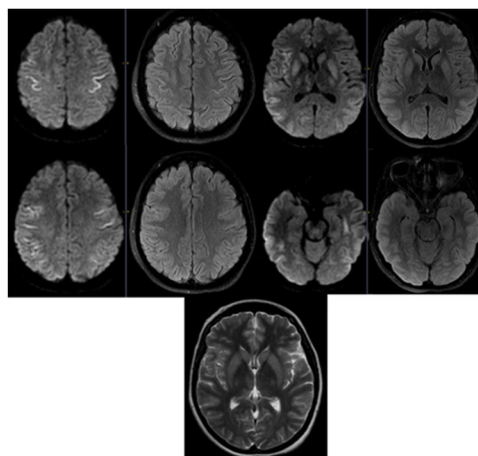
RMN cerebral con hiperintensidad de señal en T2/FLAIR cortical fronto-parietal bilateral simétrica respetando fibras en U, compromiso de núcleos de la base con afectación de talamos, núcleos lenticulares y caudados, los cuales restringen en la secuencia DWI. Hallazgos que se correlacionan con datos clínicos de hiponatremia severa y reposición de líquidos hipertónicos (desmielinización osmótica extrapontina).
